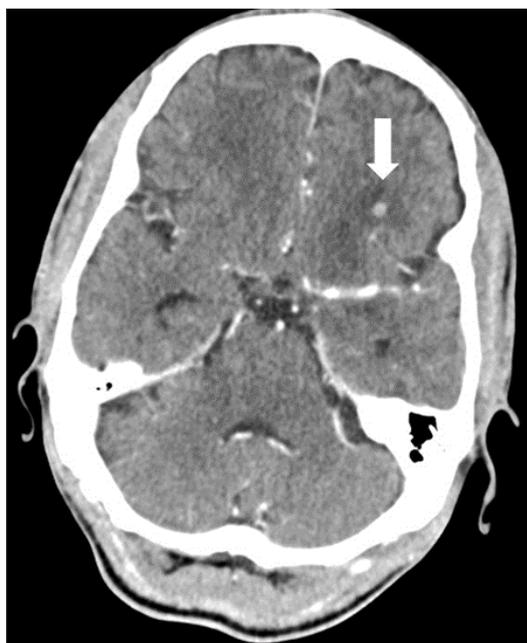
TC craneal con contraste que muestra captación de contraste en la arteria cerebral media; la flecha muestra la presencia de tuberculoma.
